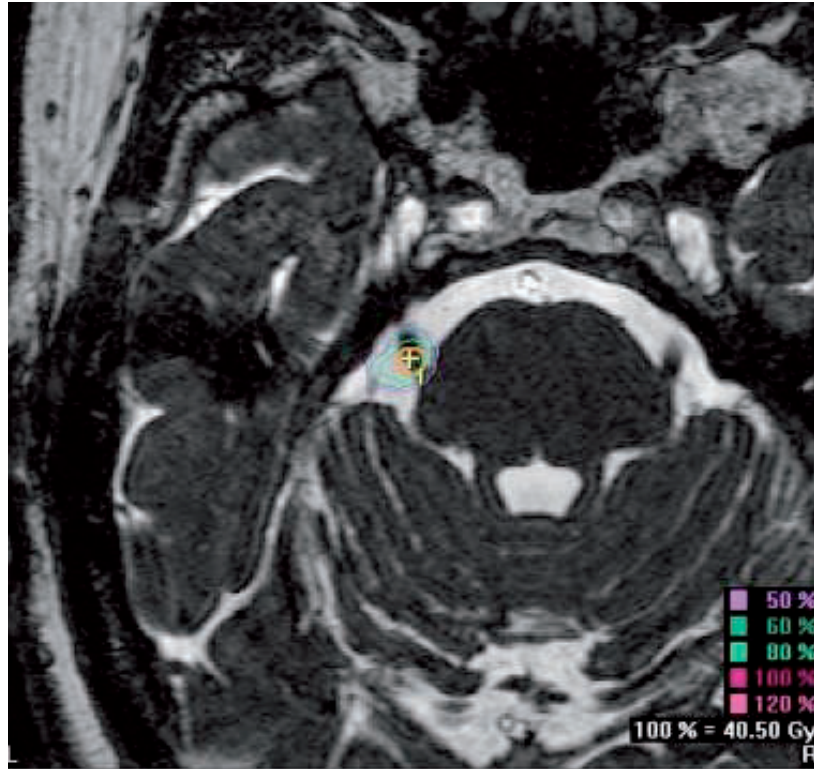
Reconstrucción axial de IRM para selección de target en la raíz del VNC para tratamiento por Radiocirugía de la Neuralgia Trigeminal con LINAC por sistema BrainLab®.
